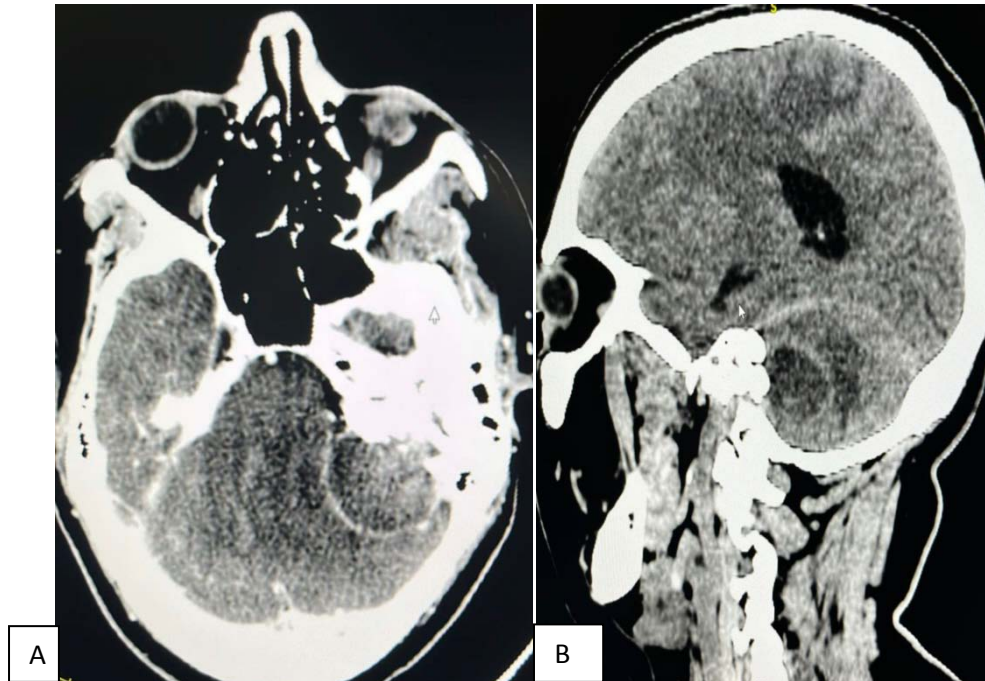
TDM cérébrale en fenêtre parenchymateuse (A) : coupe axiale, (B) : coupe sagittale montrant un empyème de l'angle ponto-cerebelleux gauche
